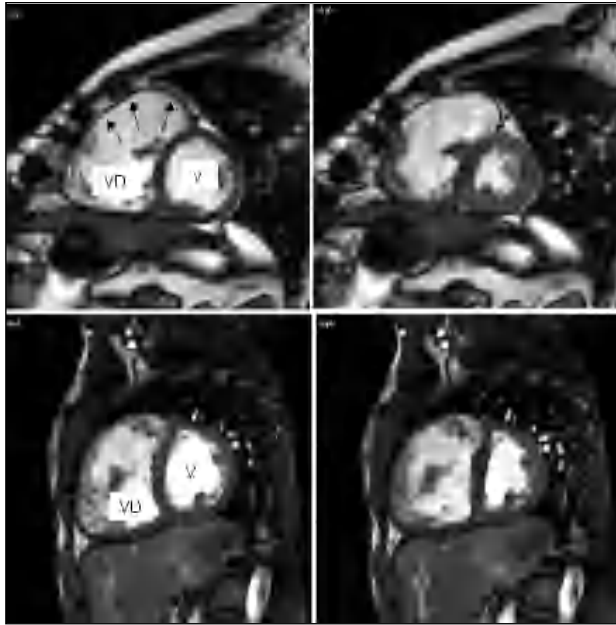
Imágenes diastólica (izquierda) y sistólica (derecha) en cine-RM en un plano transversal del ventrículo izquierdo (VI) de 2 pacientes con tetralogía de Fallot corregida quirúrgicamente. En el panel superior se observa el parche de ampliación infundibular (flechas), pero con contractilidad del resto del ventrículo derecho, así como del VI, conservadas. En el panel inferior, imágenes de otro paciente que presenta una función sistólica biventricular reducida.
